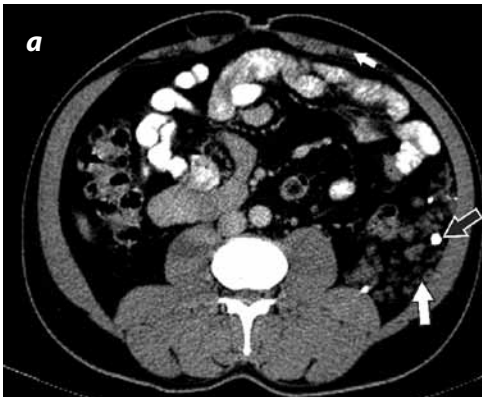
a) TAC abdominal contrastado axial y b) coronal. Muestran una lesión con densidad de tejidos blandos (flecha blanca) ubicada a lo largo de la gotera parietocólica izquierda con extensión hasta la cavidad pélvica, que mide 16,5 cm (CC) \times 9,4 cm (AP) \times 7 cm (T) asociado a calcificaciones (flecha negra, que corresponden a flebolitos), con discreto realce con el medio de contraste en la fase venosa portal.
